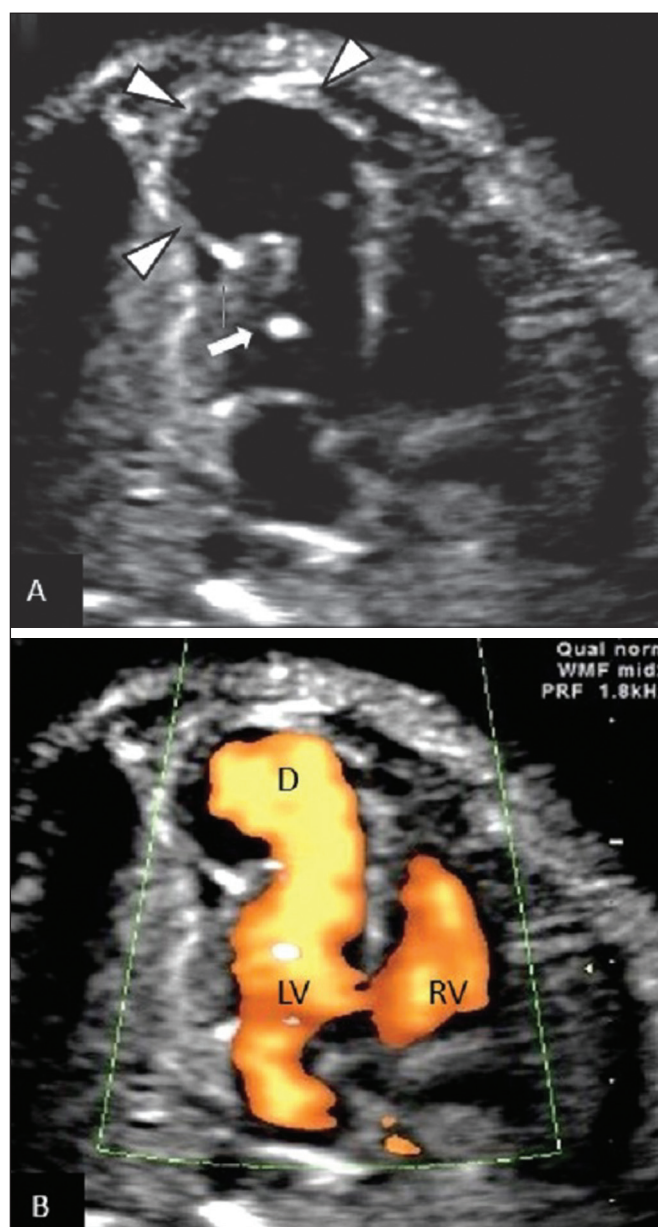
Four-chamber ultrasound view of fetal heart. A: Diverticulum near the apex of the left ventricle (arrowheads) and “golf ball” in the left ventricle (arrow). B: Power Doppler ultrasound showing the blood flow within the diverticulum during the cardiac cycle. LV, left ventricle; RV, right ventricle; D, diverticulum.
